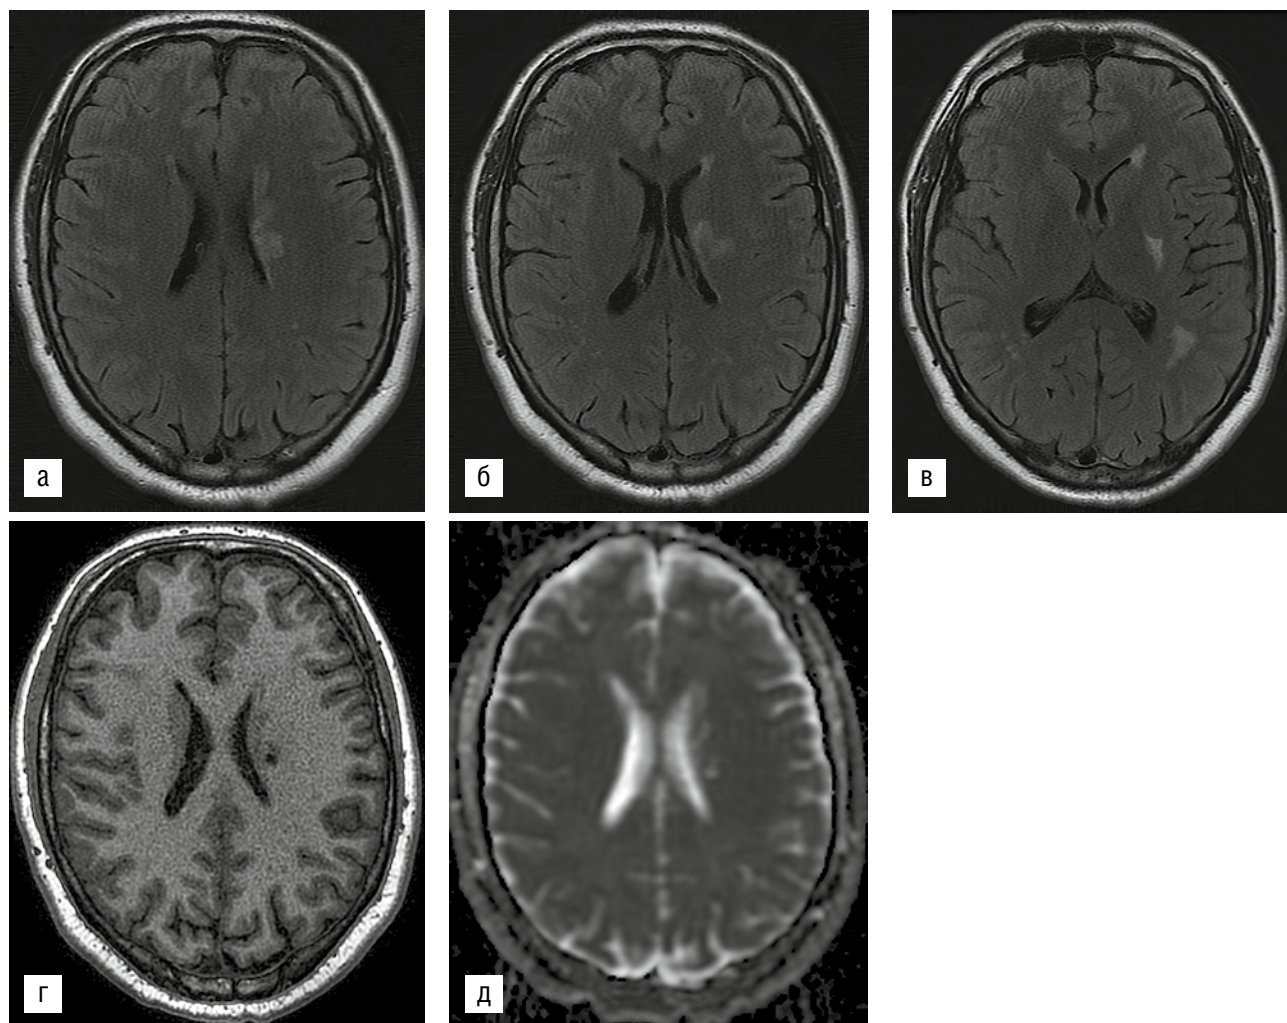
МРТ головного мозга на 17-е сутки.
